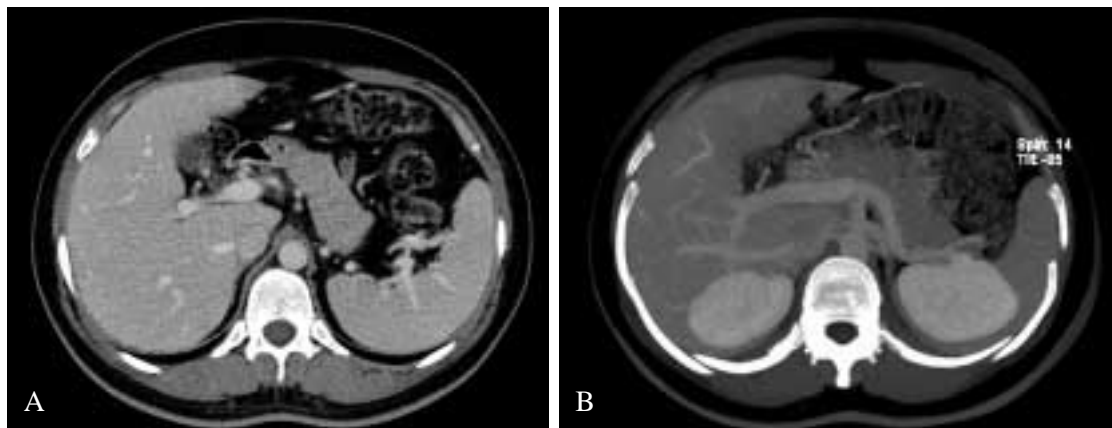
Immagine TC assiale e ricostruzione MIP da scansioni dell'addome superiore di candidato donatore di 30 anni in fase venosa. Si osserva vena sovraepatica accessoria ad origine dal VI segmento (freccia).
